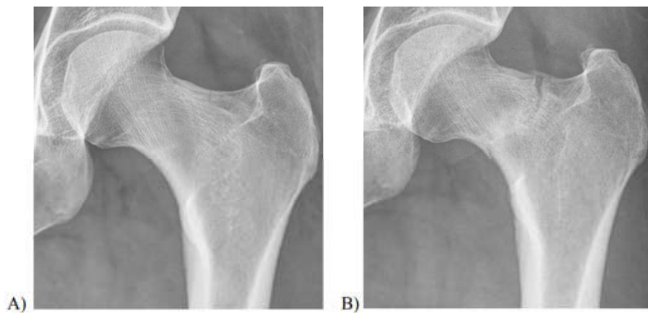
A) Radiografía simple de fémur de la paciente en su primera visita a urgencias. B) Radiografía simple de fémur de la última visita a urgencias de la paciente.
